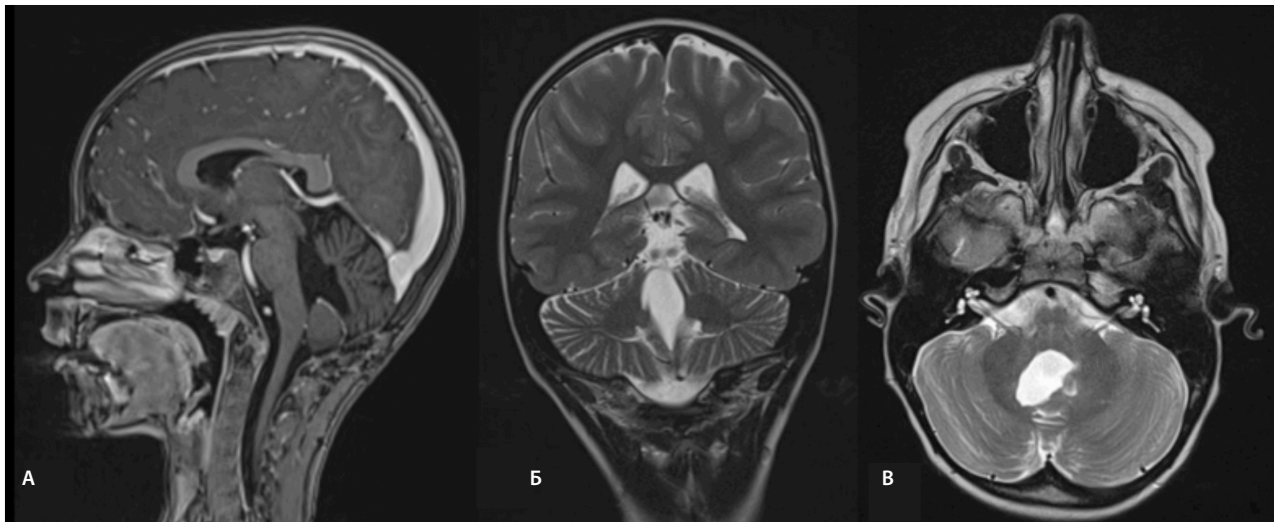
Контрольная МРТ спустя 2 года после операции у девочки из клинического случая 2: А – режим Т1 с контрастным усилением: отсутствует патологическое накопление контрастного вещества в области мозжечка и четвертого желудочка; Б – режим Т2, коронарная проекция: свободный просвет четвертого желудочка, нормальные размеры боковых желудочков; В – режим Т2, аксиальная проекция: свободный просвет четвертого желудочка, отсутствие деформации ствола головного мозга.
